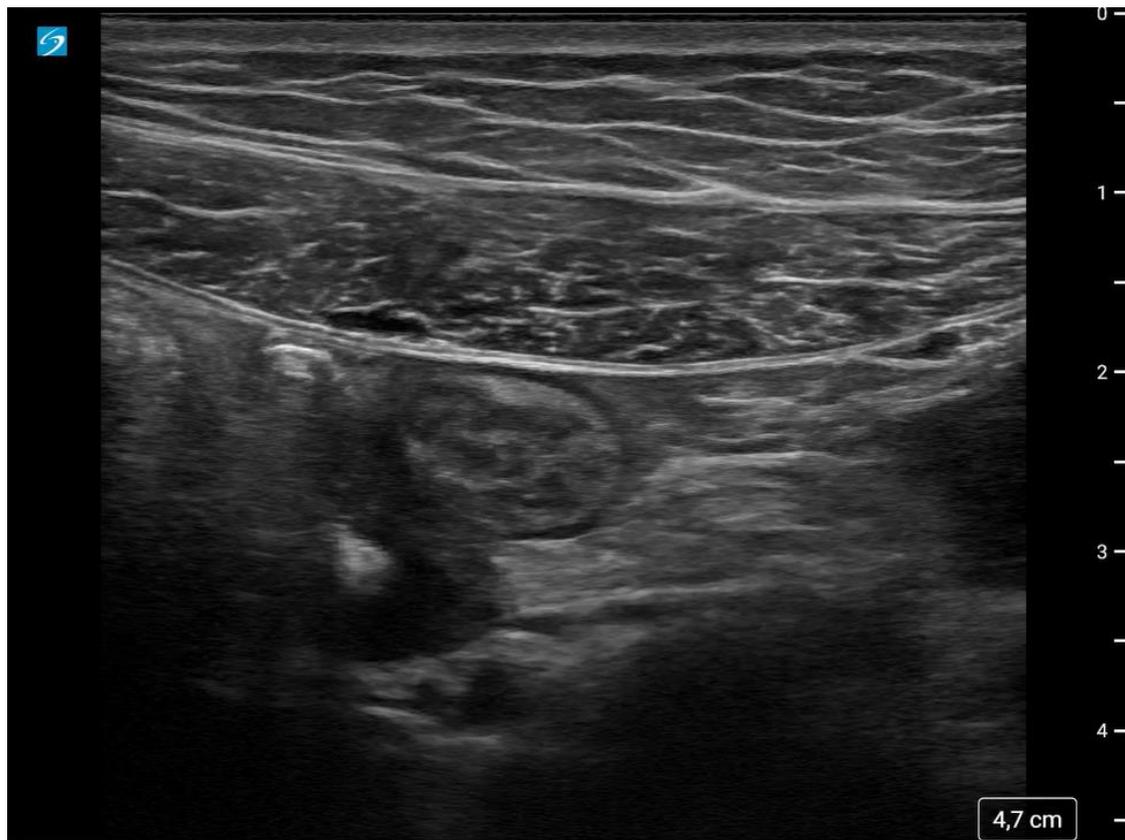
La localisation de l'iléon terminal en échographie.
